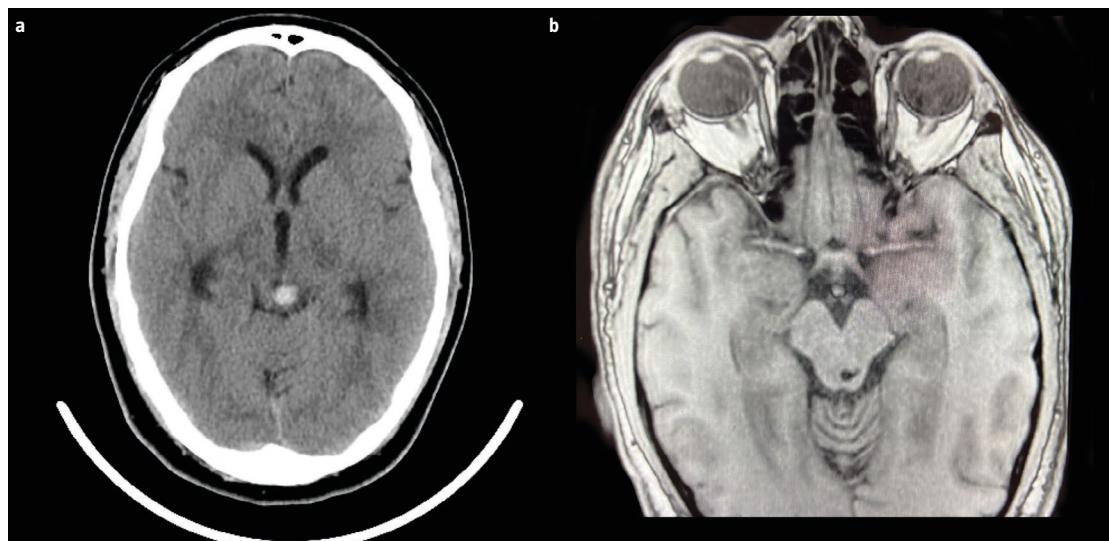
a) Tomografía computarizada donde se observa el hematoma mesencefálico izquierdo; b) Resonancia magnética a los cuatro meses que muestra la evolución del sangrado mesencefálico.
